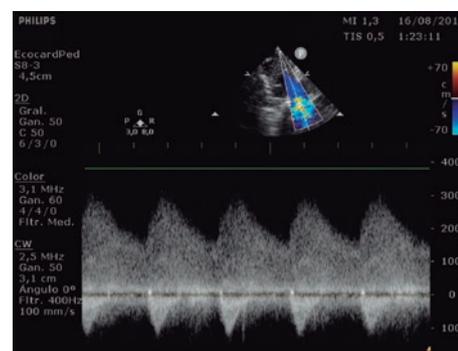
Doppler continuo en la zona de coartación, con gradiente máximo de 60 mmHg y prolongación diastólica.
